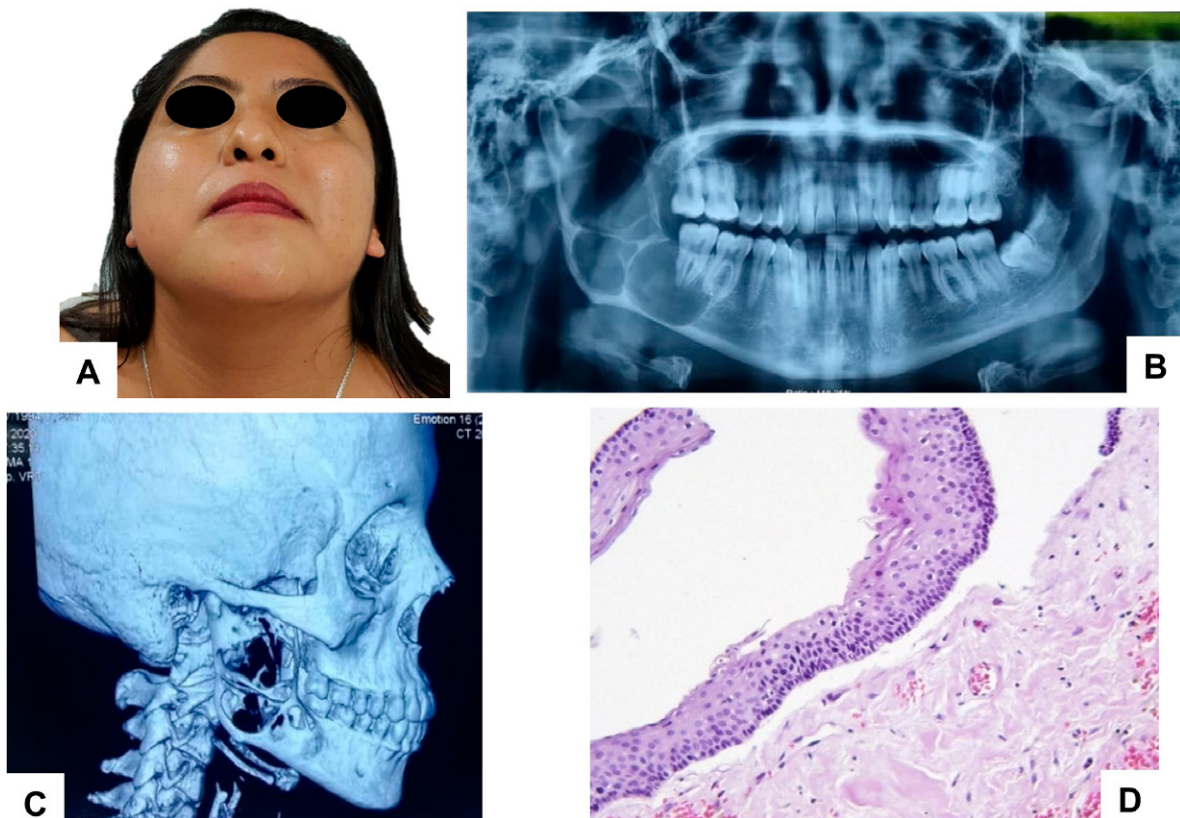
Foto inicial. A. Vista antero-inferior, se observa aumento de volumen en hemicara derecha. Estudios de imagen. B. En la ortopantomografía se observan zonas multiloculares a nivel de cuerpo, ángulo, y rama ascendente mandibular. C. Reconstrucción 3D de tomografía computarizada de cráneo, presenta patrón osteolítico con expansión de corticales. D. Fotomicrografía teñida con hematoxilina y eosina a 100X, se observa cavidad quística revestida por epitelio escamoso estratificado paraqueratinizado con áreas corrugadas.
